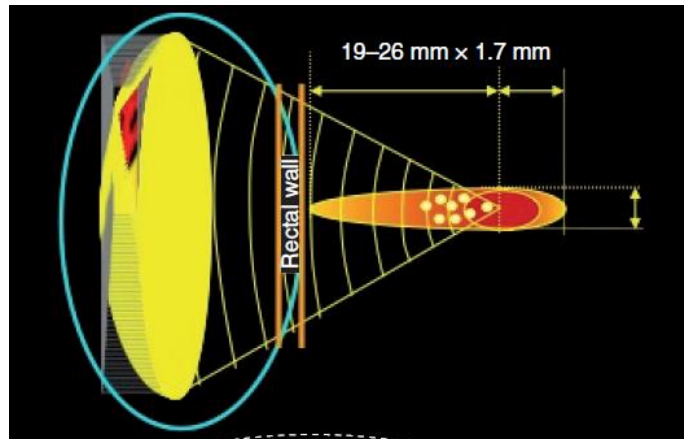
HIFU. Adaptado de *High-intensity focused ultrasound in the management of prostate cancer*. (53)
